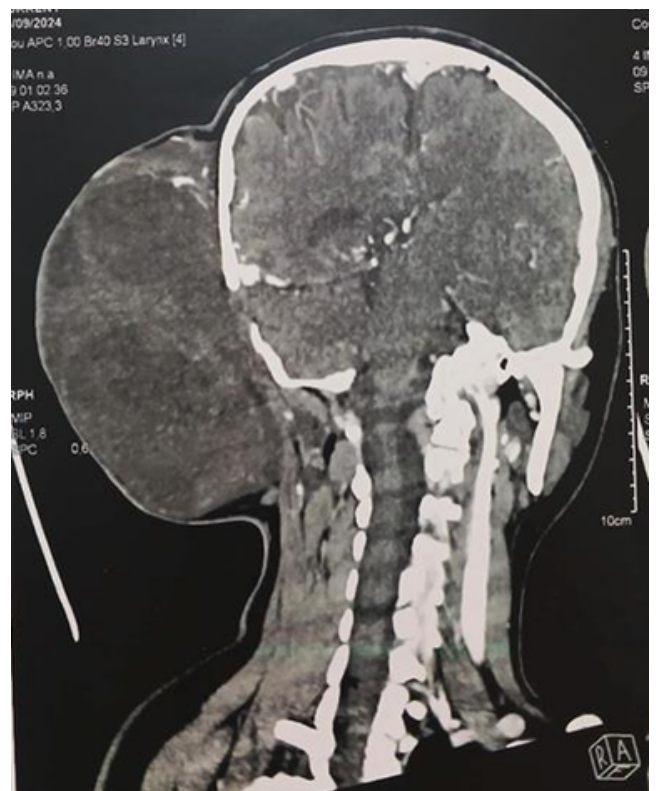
TDM cérébrale de la patiente montrant une masse occipitale cervicale.
